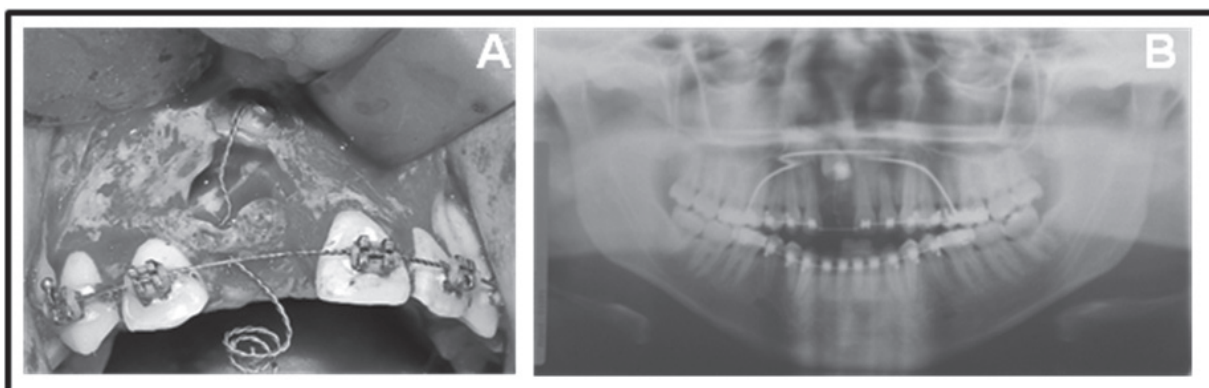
Colagem de botão para tracionamento ortodôntico da unidade 1.1 (A), e radiografia panorâmica (B) demonstrando a evolução do tracionamento ortodôntico após 7 meses.
